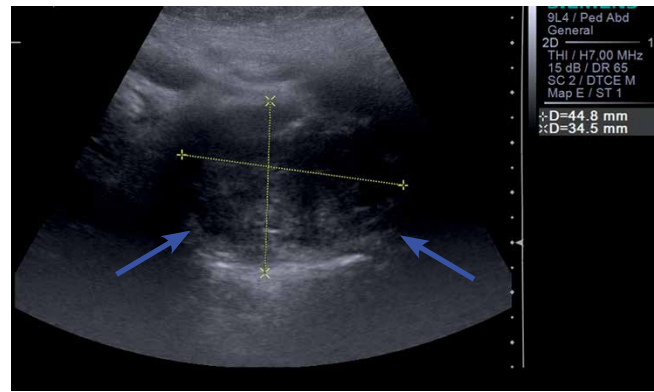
Ультразвуковая томограмма. Эктопированная щитовидная железа в область корня языка (красные стрелки)
